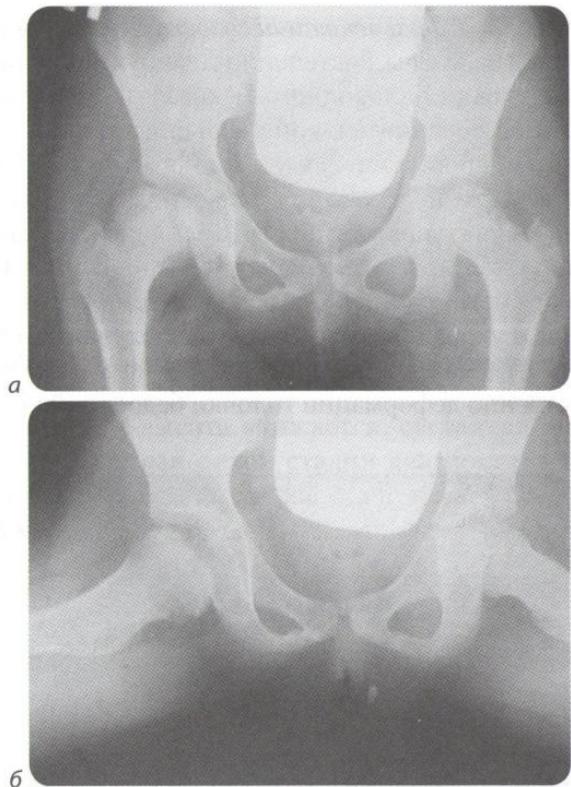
IV стадия болезни Пертеса. Рентгенограмма в прямой проекции (а) и по Лауэнштейну (б)
